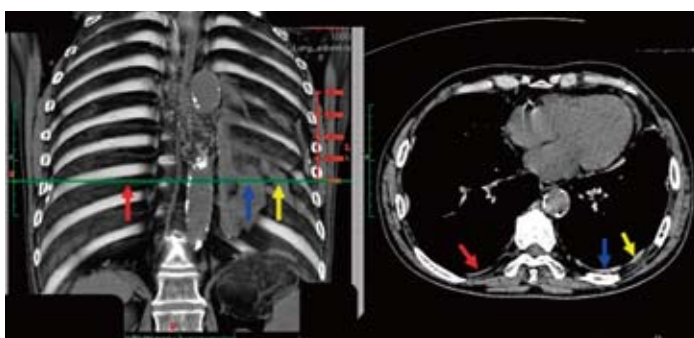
(左) 胸膜プラークと肋間静脈の CT3 次元表示法、
